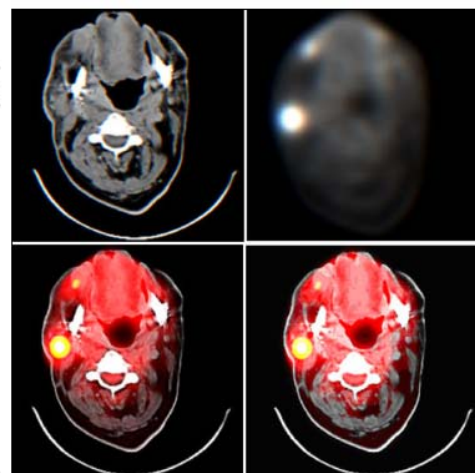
Risultati numerici ed, in senso orario, una CT, una PET, fusioni con varianza e media
